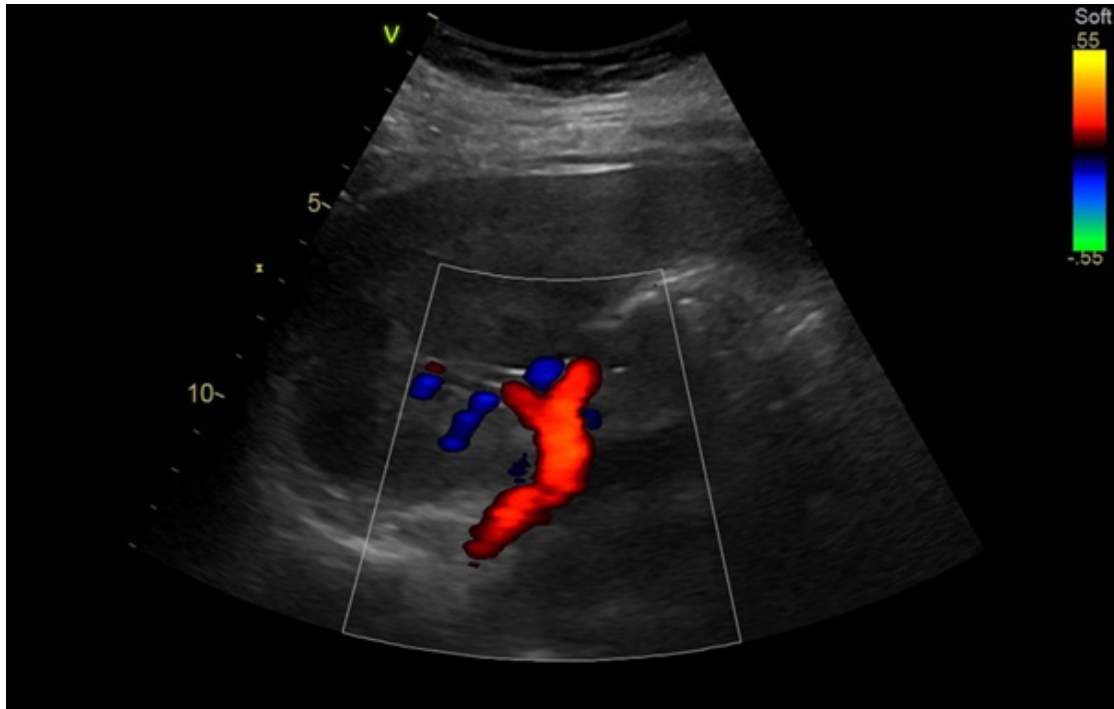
Tętnica nerkowa — bardzo dobrze widoczny cały odcinek początkowy oraz gałęzie wewnątrznerkowe. Odcinek środkowy niemożliwy do oceny z uwagi na przebieg prostopadły do głowicy USG
